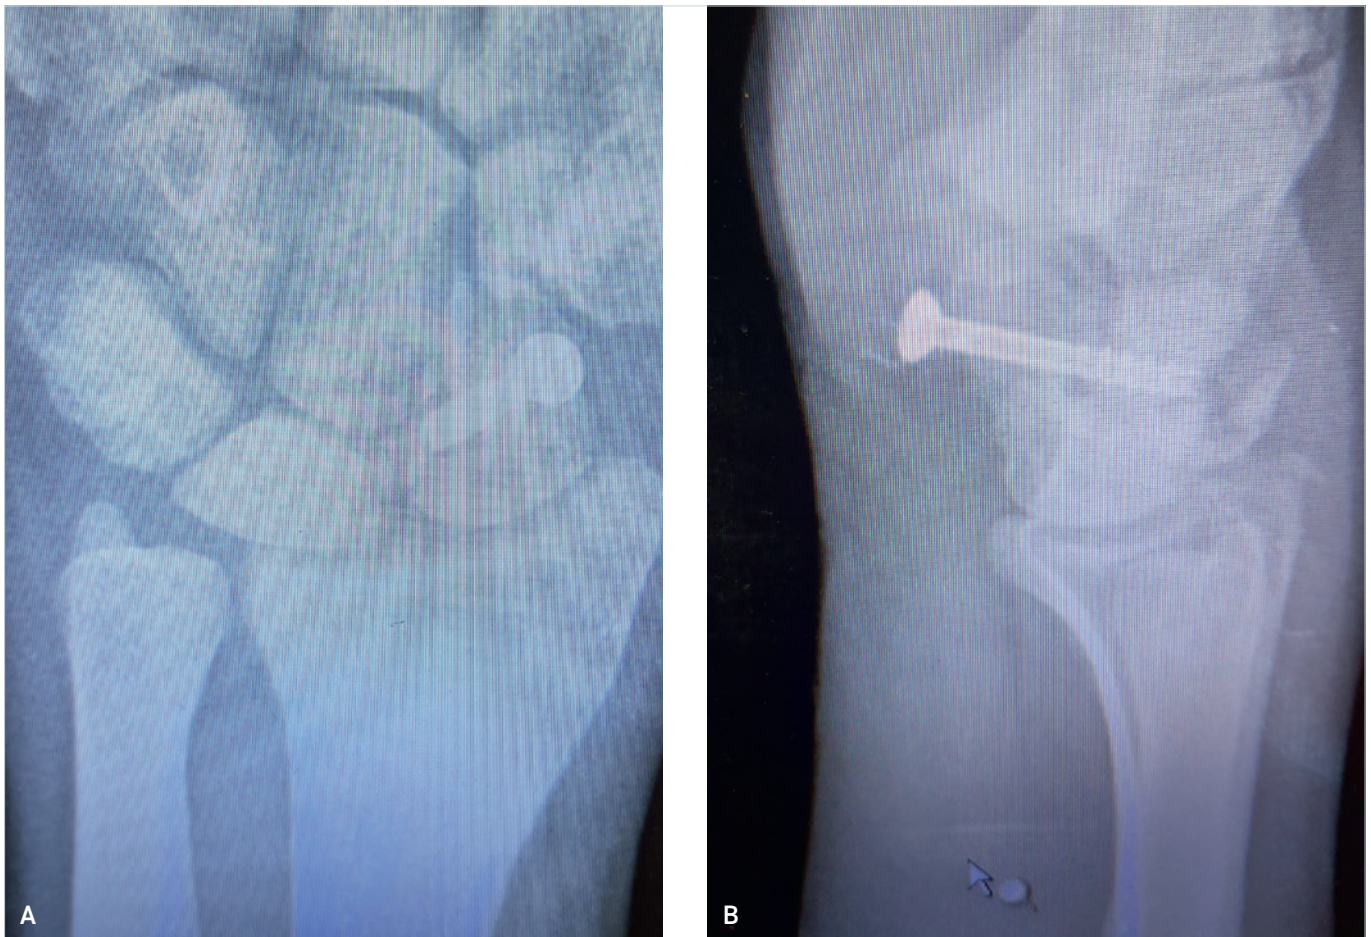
A) Il controllo radiografico a 1 anno e mezzo in proiezione anteroposteriore. B) In laterale.
